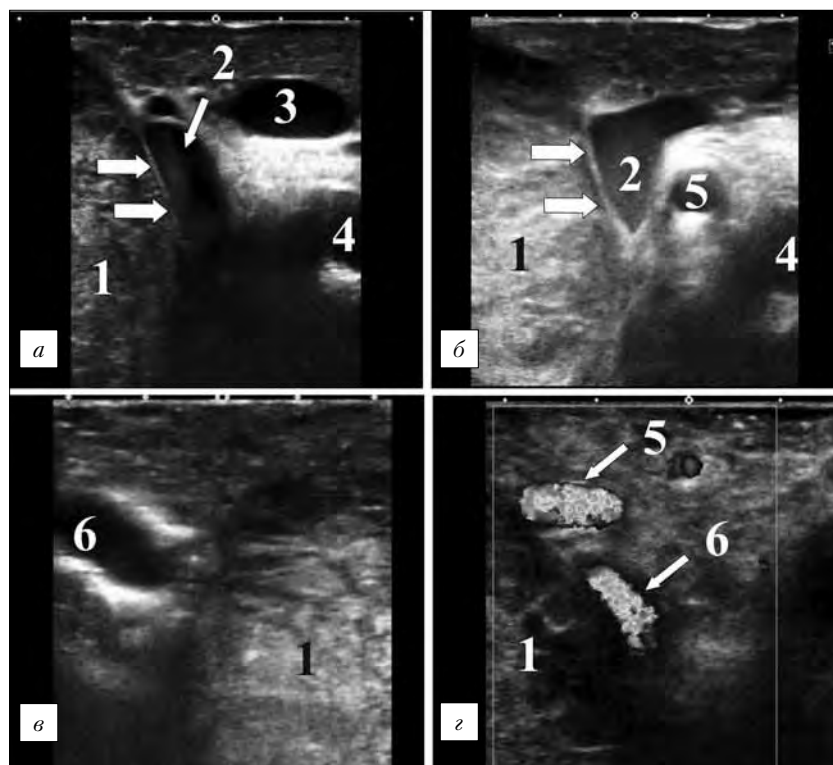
Эхограммы ИОУЗИ опухоли поджелудочной железы (а, б — исследование в сагиттальной плоскости, в, г — исследование в поперечной плоскости): 1 — опухоль; 2 — ВБВ; 3 — селезеночная вена; 4 — ВБА; 5 — селезеночная артерия; 6 — ОПА
